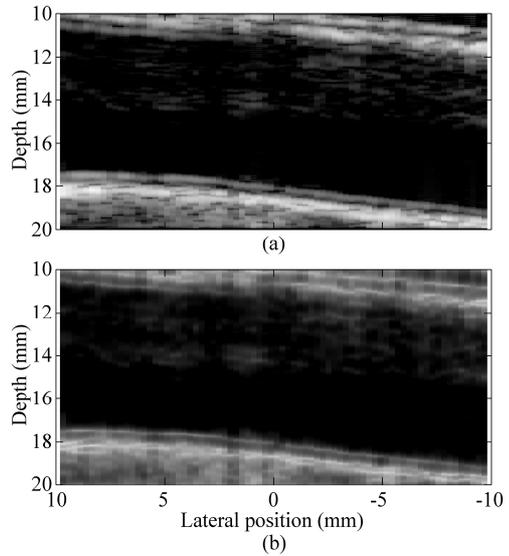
従来法で描出された頸動脈超音波断層像(a)と、提案法により描出された断層像(b)。
